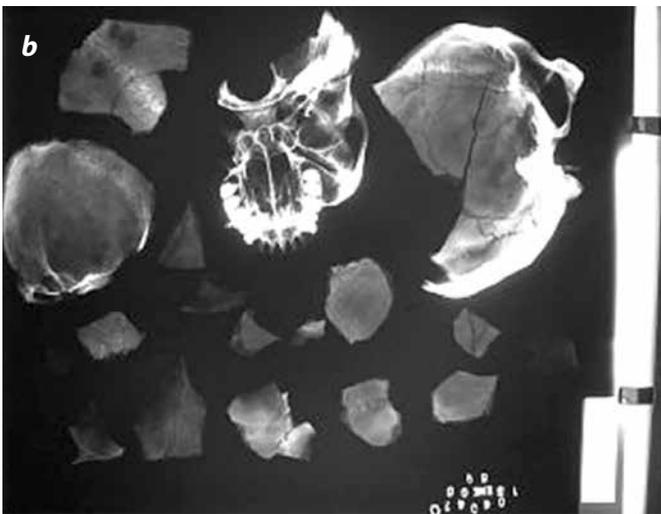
Toma de radiografía de fragmentos óseos allegados para un estudio medicolegal, asociado a la ley de Justicia y Paz, exhumados en una zona de conflicto armado.
